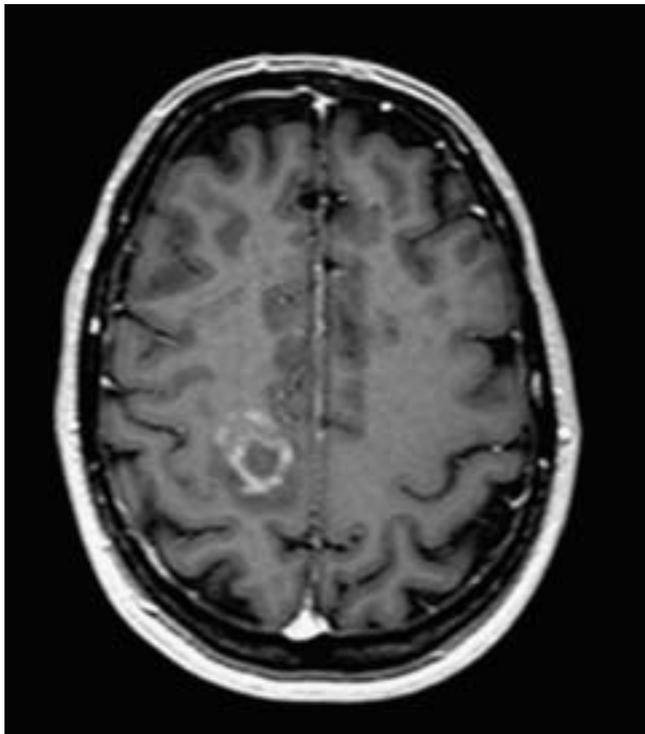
Resonancia magnética T1-Gad en la que se observa una placa desmielinizante con captación de contraste de forma anular concéntrica incompleta, aspectos que definen a una placa de tipo Baló.
